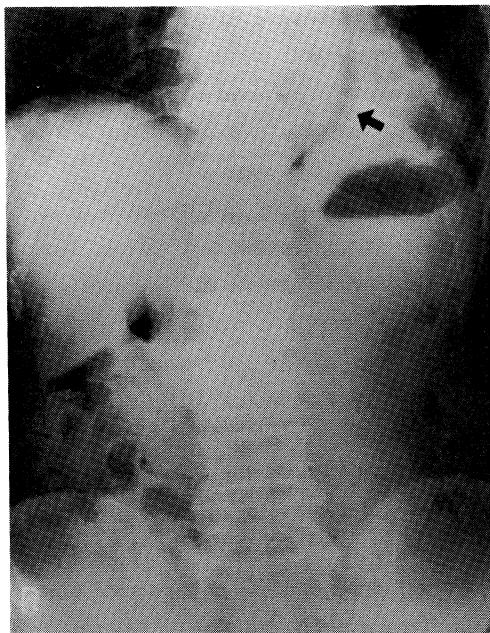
Abdominal roentgenogram on standing position pneumomediastinum is remarkably recognized on the left side of mediastinum. (arrow)
